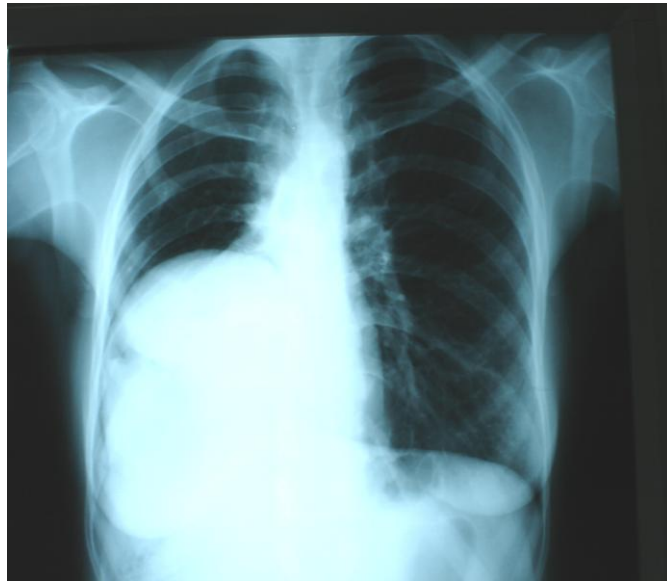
radiographie thoracique de face montrant une surelevation de la coupole diaphragmatique droite
